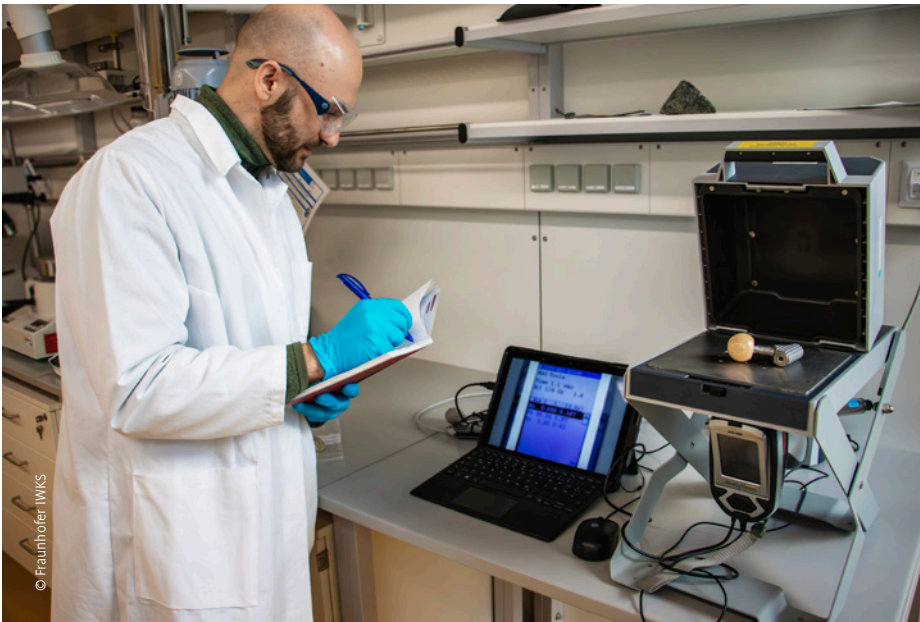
Bestimmung der Materialzusammensetzung einer Endoprothese mittels Röntgenstrahlen (im Bild: Hr. Hikisch)
